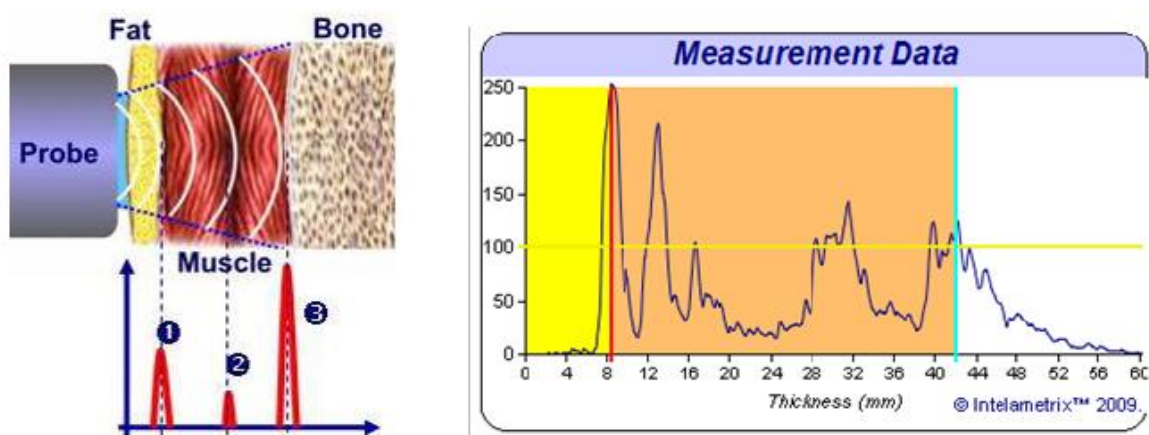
Vizualizarea principiului ultrasonographic. Interfața de țesut adipos-țesut muscular (stânga)
